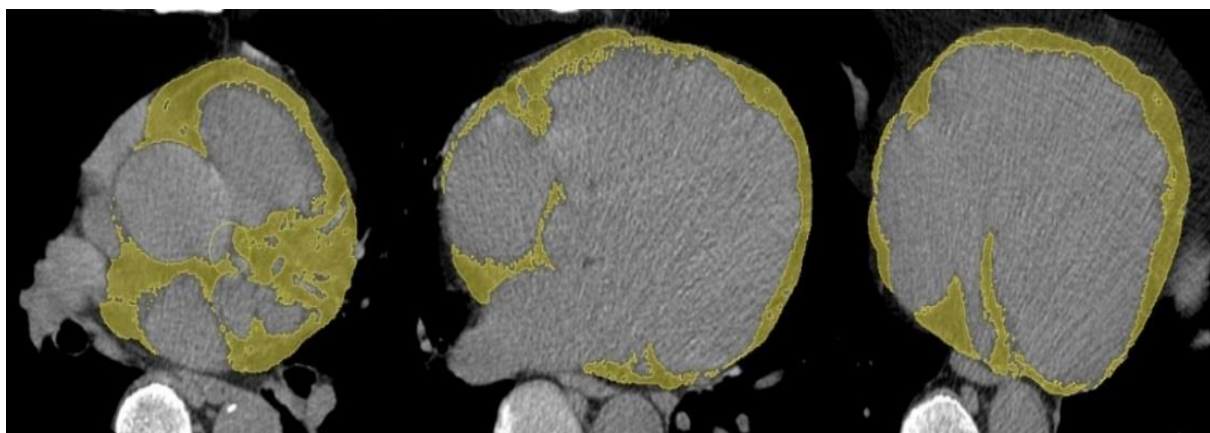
Сегментация эпикардиальной жировой ткани на бесконтрастных КТ изображениях сердца
